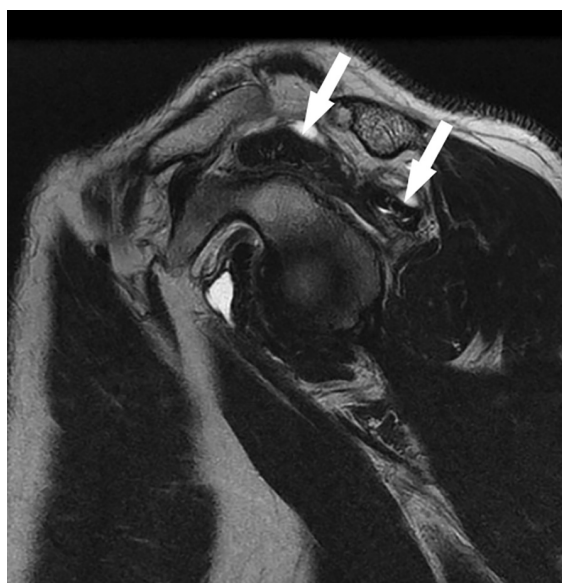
• immagine RM sagittale T2-pesata che dimostra infiltrazione adiposa del ventre muscolare del sovraspinato e del sottospinato (frecce).
